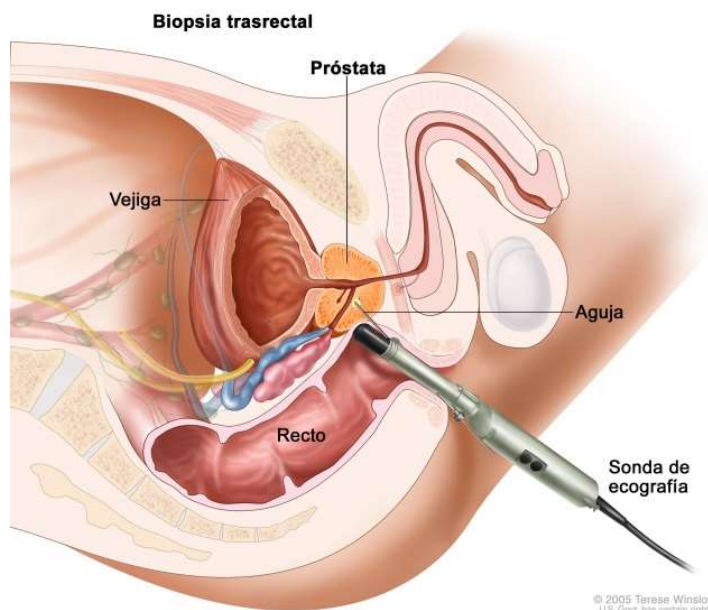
Ilustración de biopsia prostática guiada por ecografía transrectal.
